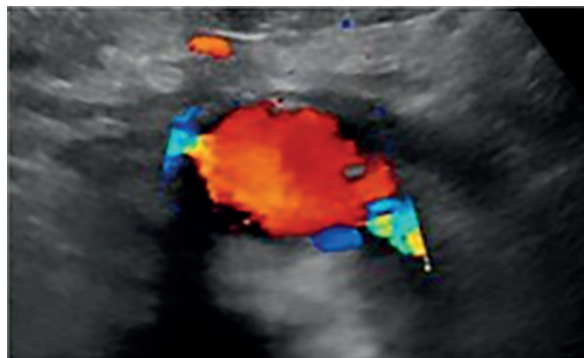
Eco-Doppler pré-operatório com a emergência das artérias renais
